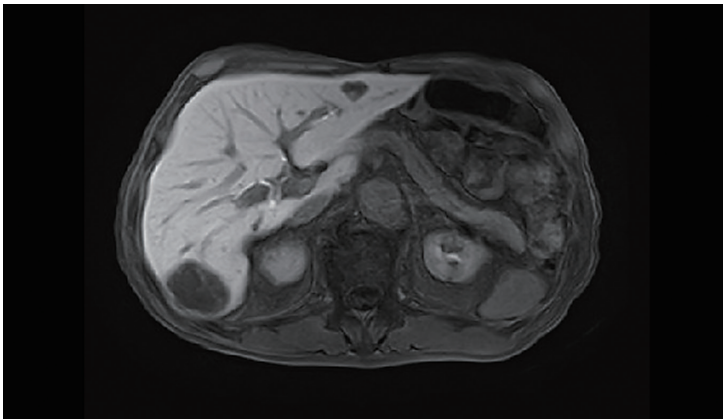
造影MRI：T1W1で筋と等信号、脂肪抑制T2W1で腎実質と等信号で、充実性腫瘍が疑われる。造影では、腫瘍内に染まりはみられず、壊死巣と考えられ、嚢胞腺腫が疑われる。
